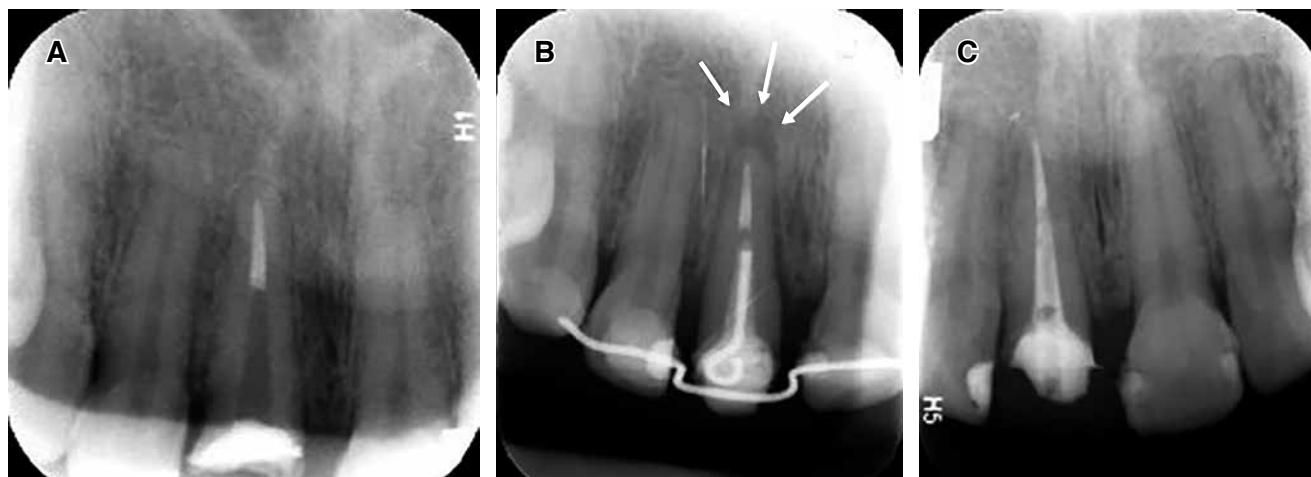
A) Radiografía preoperatoria. B) Radiografía de control. C) Radiografía siete meses después del tratamiento.
